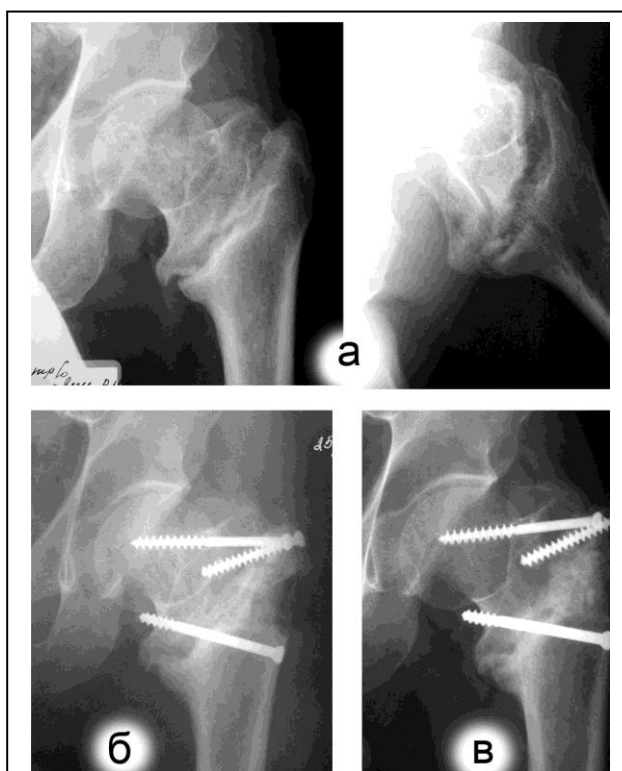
Рентгенограммы больного Ш., 54 г.: а) диагноз - тугой ложный сустав межвертельной области, травма 2 года назад; б) в день операции; в) через 3,5 мес., вживление цилиндрического трансплантата, сращение ложного сустава
